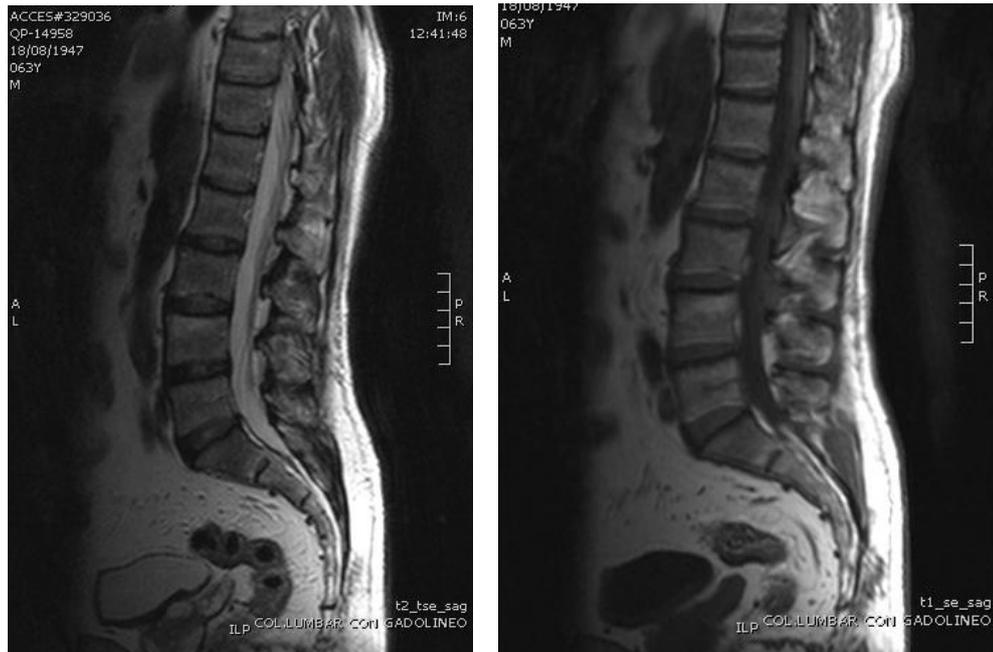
Masculino de 49 años de edad. RM columna lumbar secuencias T1 y T2 en plano sagital en las cuales se observan cambios MODIC tipo II, manifestados por hipertintensidad de señal en ambas secuencias.
